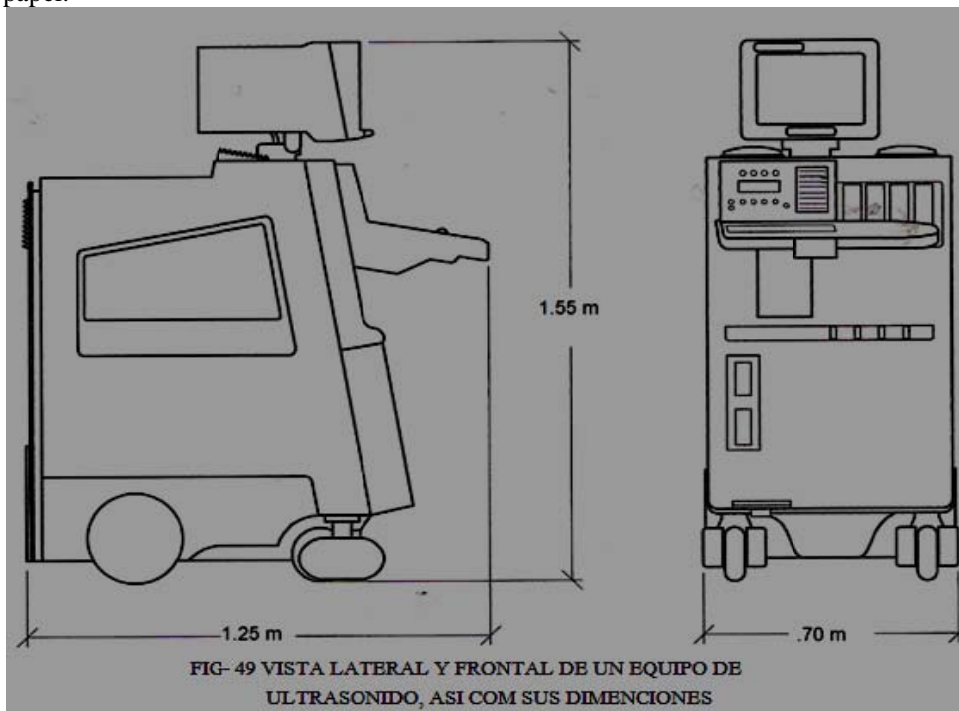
VISTA LATERAL Y FRONTAL DE UN EQUIPO DE ULTRASONIDO, ASI COM SUS DIMENSIONES
